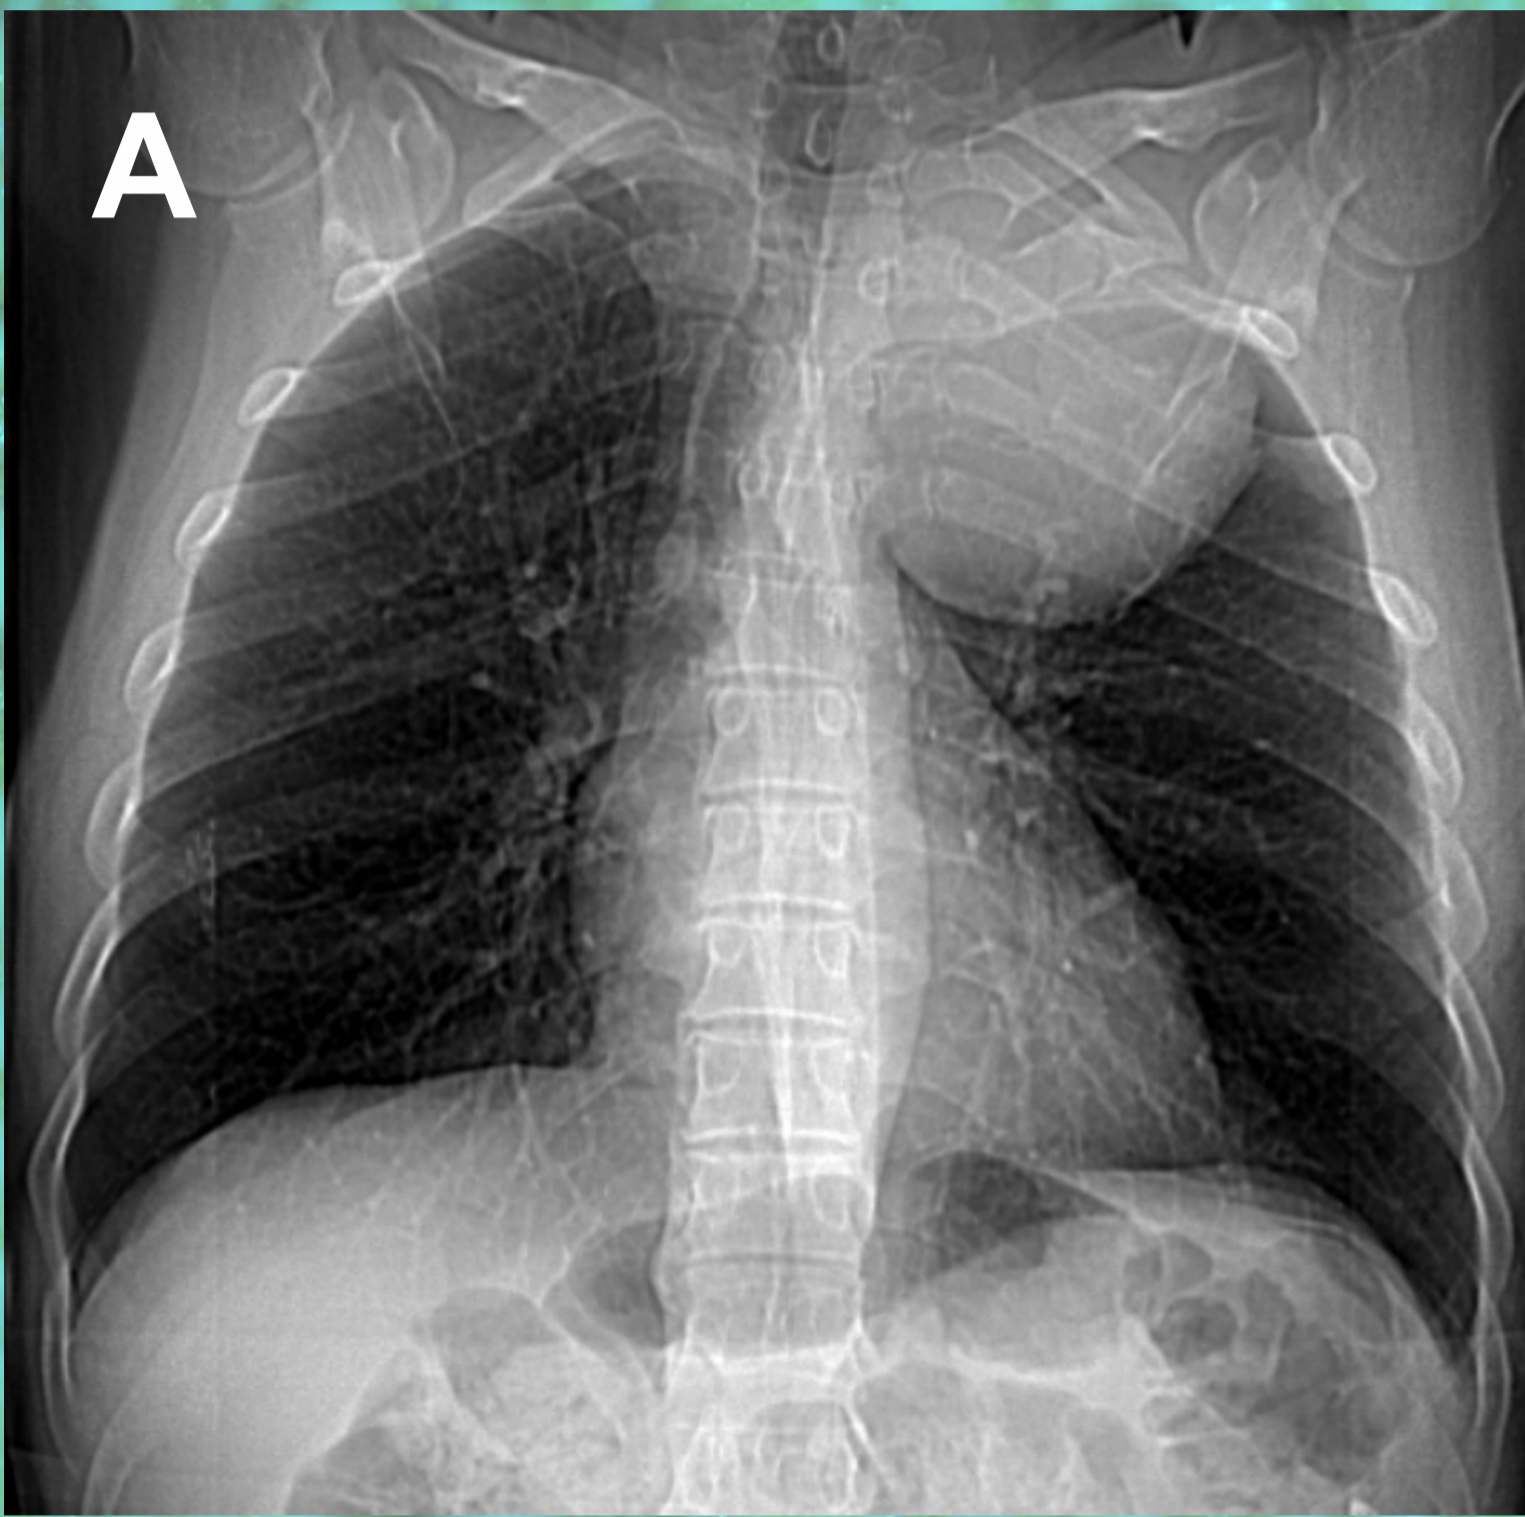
(A) escanograma da tomografia com opacidade no ápice; (B), (C), (D) e (E) Imagens da ressonância; (F) Imagem da tomografia; (G) Reconstrução da relação da massa com a artéria subclávia esquerda
